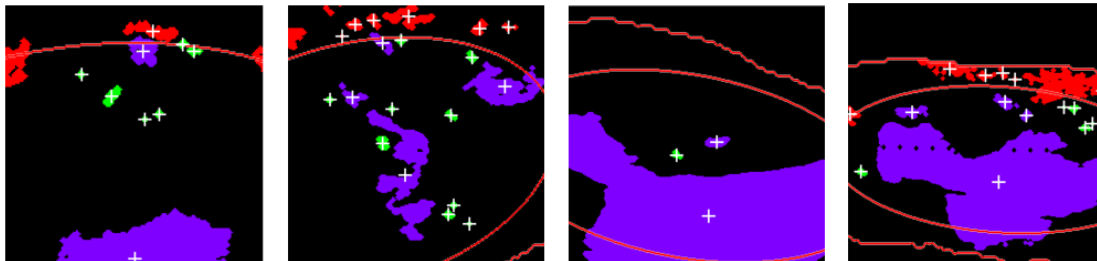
Da sinistra a destra ecografie 007, 038 con sonda Esaote e 0250, 0170 con sonda Samsung. In verde sono visibili le aree eliminate secondo la metrica appena descritta.
